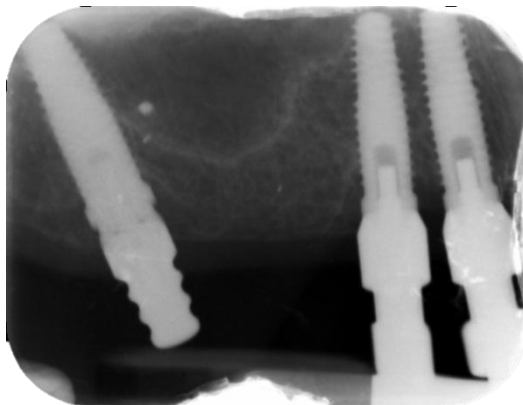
radiografía periapical de comprobación de ajuste de postes de impresión para cubeta abierta en implantes anteriores, y cerrada en implante tuberositario
